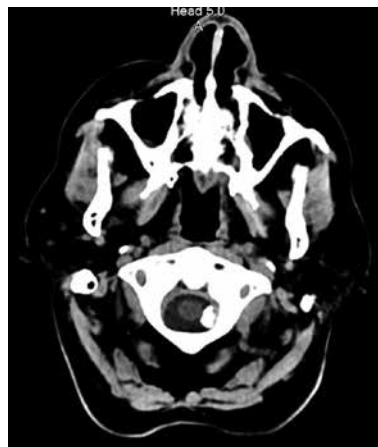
A CT image of a hyperdense lesion at the left lower bulbous.
